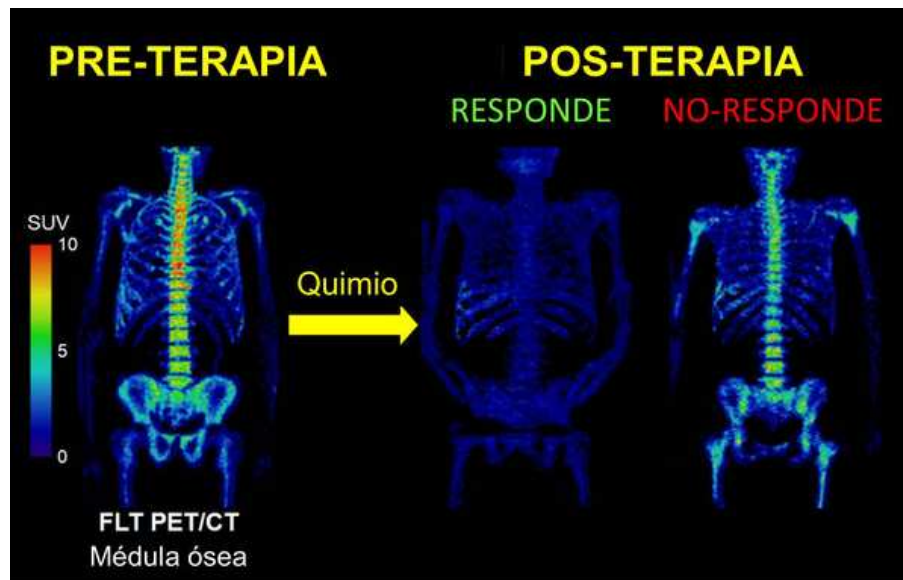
Estudios PET con ^{18}F -fluorotimidina que muestran el éxito y fracaso (poca y alta concentración del radiofármaco, respectivamente) de tratamientos de quimioterapia. Fuente: Dr. R. Jeraj, Universidad de Wisconsin.
